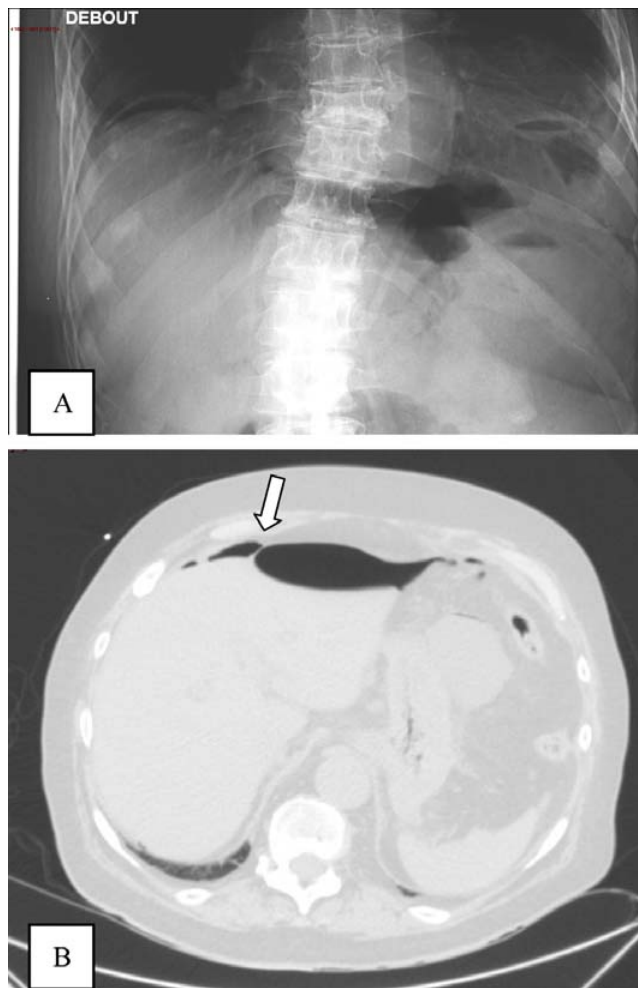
Patient admis avec une haute suspicion de perforation : a : cliché simple de l'abdomen montrant un croissant aérique sous la coupole diaphragmatique droite et formation aérique médiane sus-ombilicale ; b : confirmation du pneumopéritoine par TDM sans contraste, montrant du gaz en préhépatique, silhouettant la scissure ombilicale (flèche)
